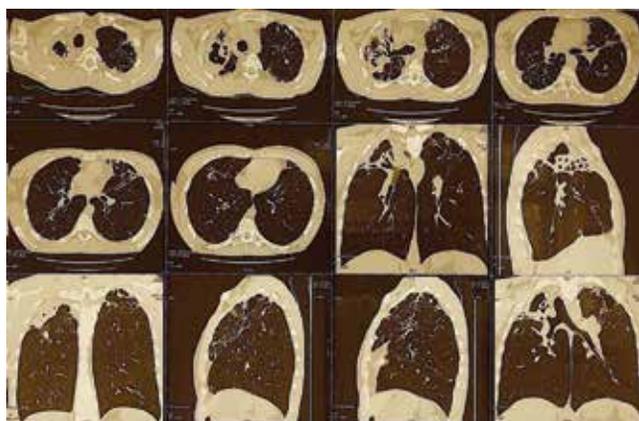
МСКТ ОГК пациента П. перед КББ
